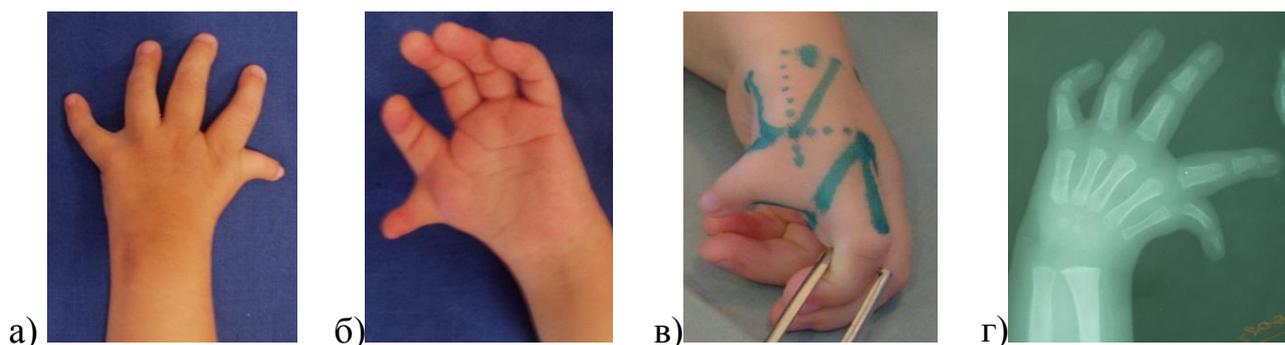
Внешний вид и рентгенограмма левой кисти б-ого К., 2 года, и/б № 3580/C2003, с гипоплазией I пальца ПА степени.
